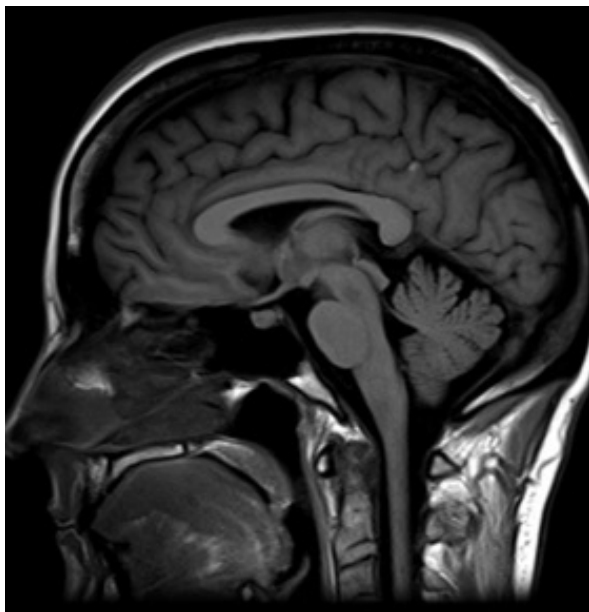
Corte sagital en secuencia T1 de una resonancia cerebral. Tomada de archivo con consentimiento del paciente.
